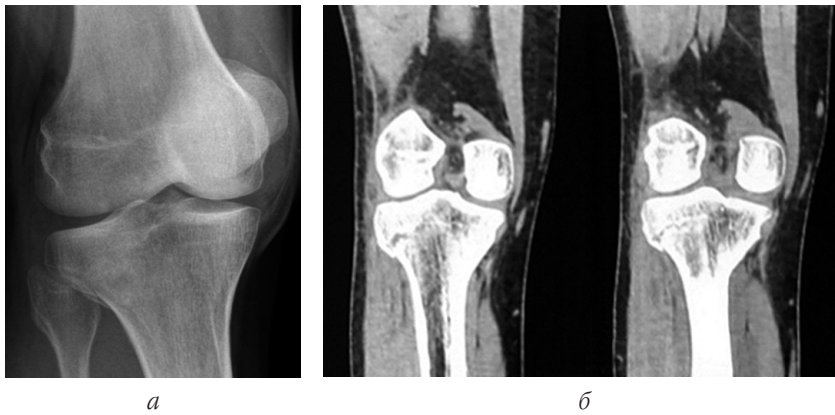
Перелом зовнішнього виростка великогомілкової кістки тип В2 за класифікацією АО/ASIF: рентгенологічна (а) та КТ-картина (б)
